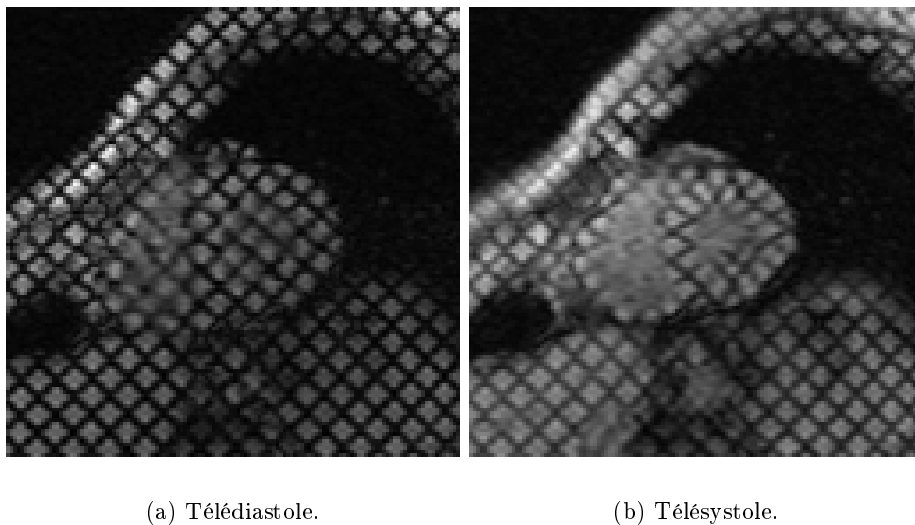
Images petit axe extraites d’une séquence d’IRM de marquage illustrant les déformations systoliques.
